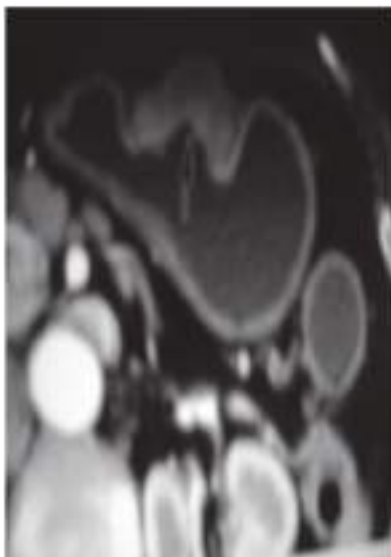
КТ: рак желудка II-й стадії.
